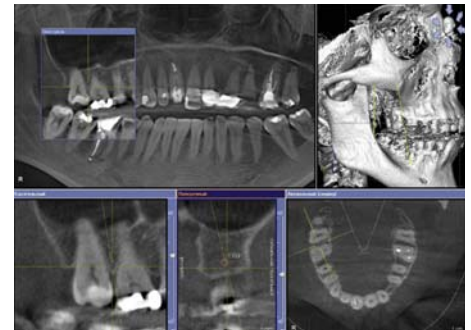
Хронический генерализованный катаральный гингивит. 3Д КТ, верхняя челюсть.
